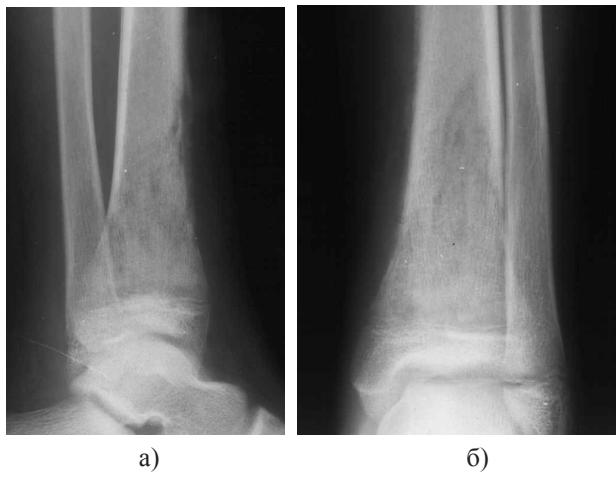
Ранние рентгенологические признаки ОГО: а) мелкогнездный остеопороз; б) периостальная реакция
